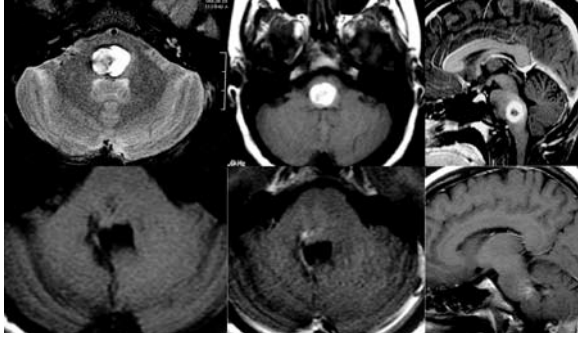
Caso 2: Imagens da RM pré- (acima) e pós-operatória (abaixo) da exérese do cavernoma da porção inferior do assoalho do quarto ventrículo. Nota-se a preservação do angioma venoso.
